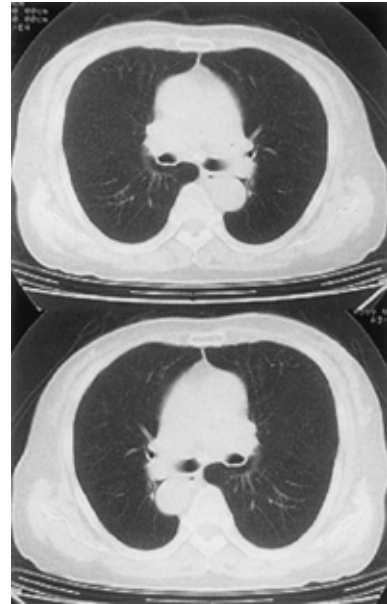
Chest CT scan on admission shows no abnormal shadows in lung fields. BHL was not observed.
